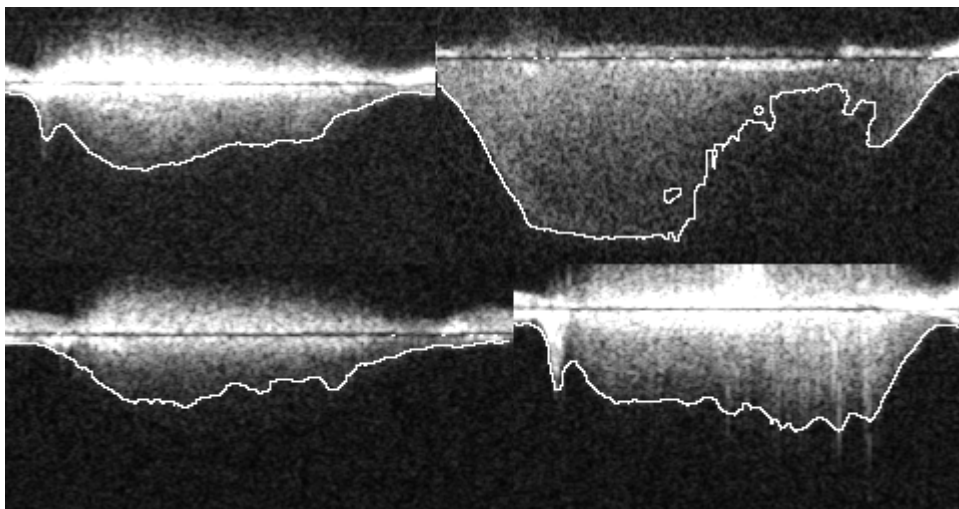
Dopplerspektrum med tydelig klaffehastighet med og uten sporet kant
